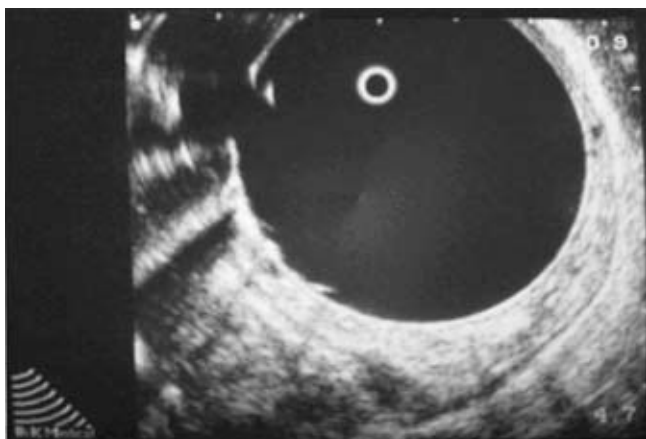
Ultrasonido endoanal UT2 N0.
